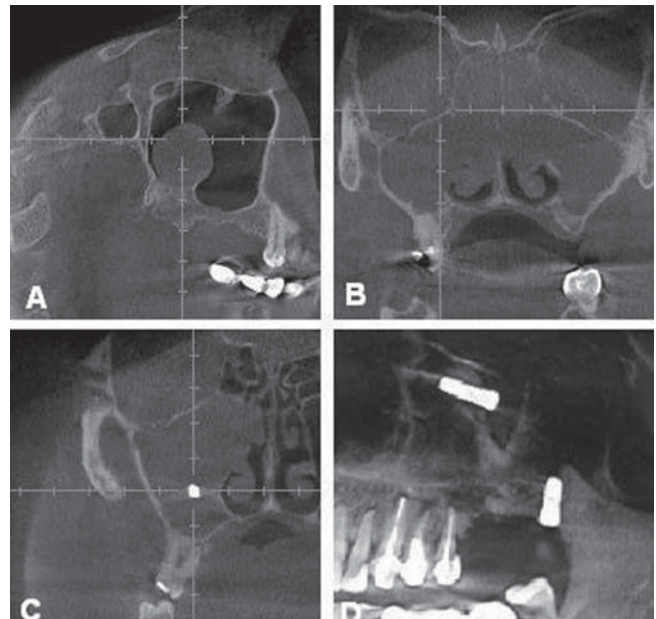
Трехмерная компьютерная томография:
